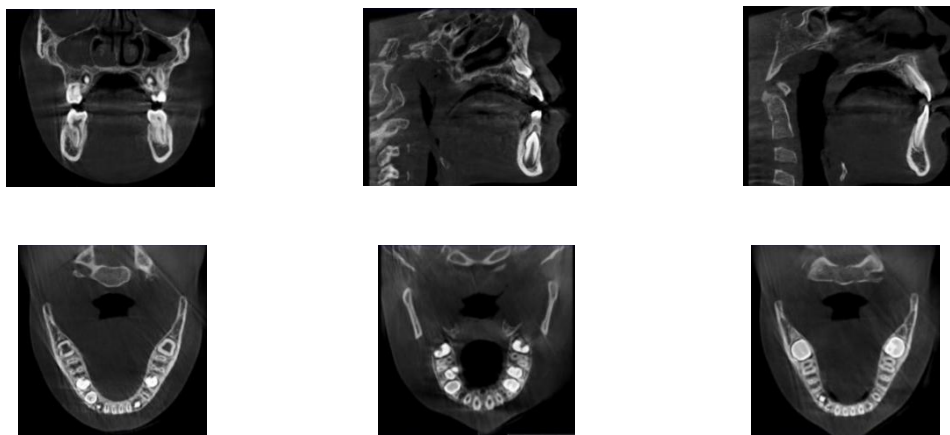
3D комп'ютерна томографія результатів лікування конкретного пацієнта.
